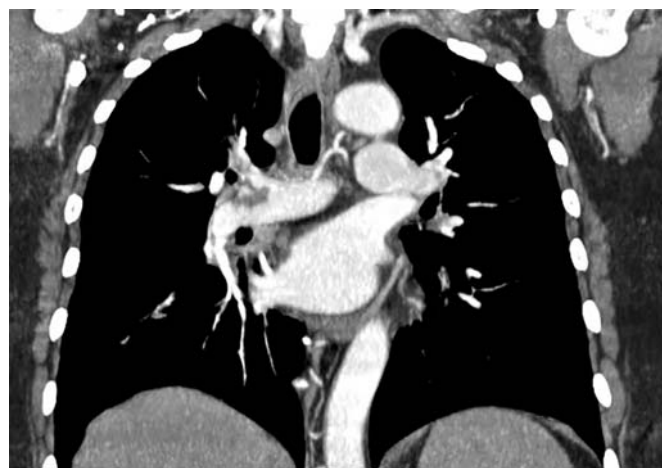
КТ-признаки ТЭЛА
